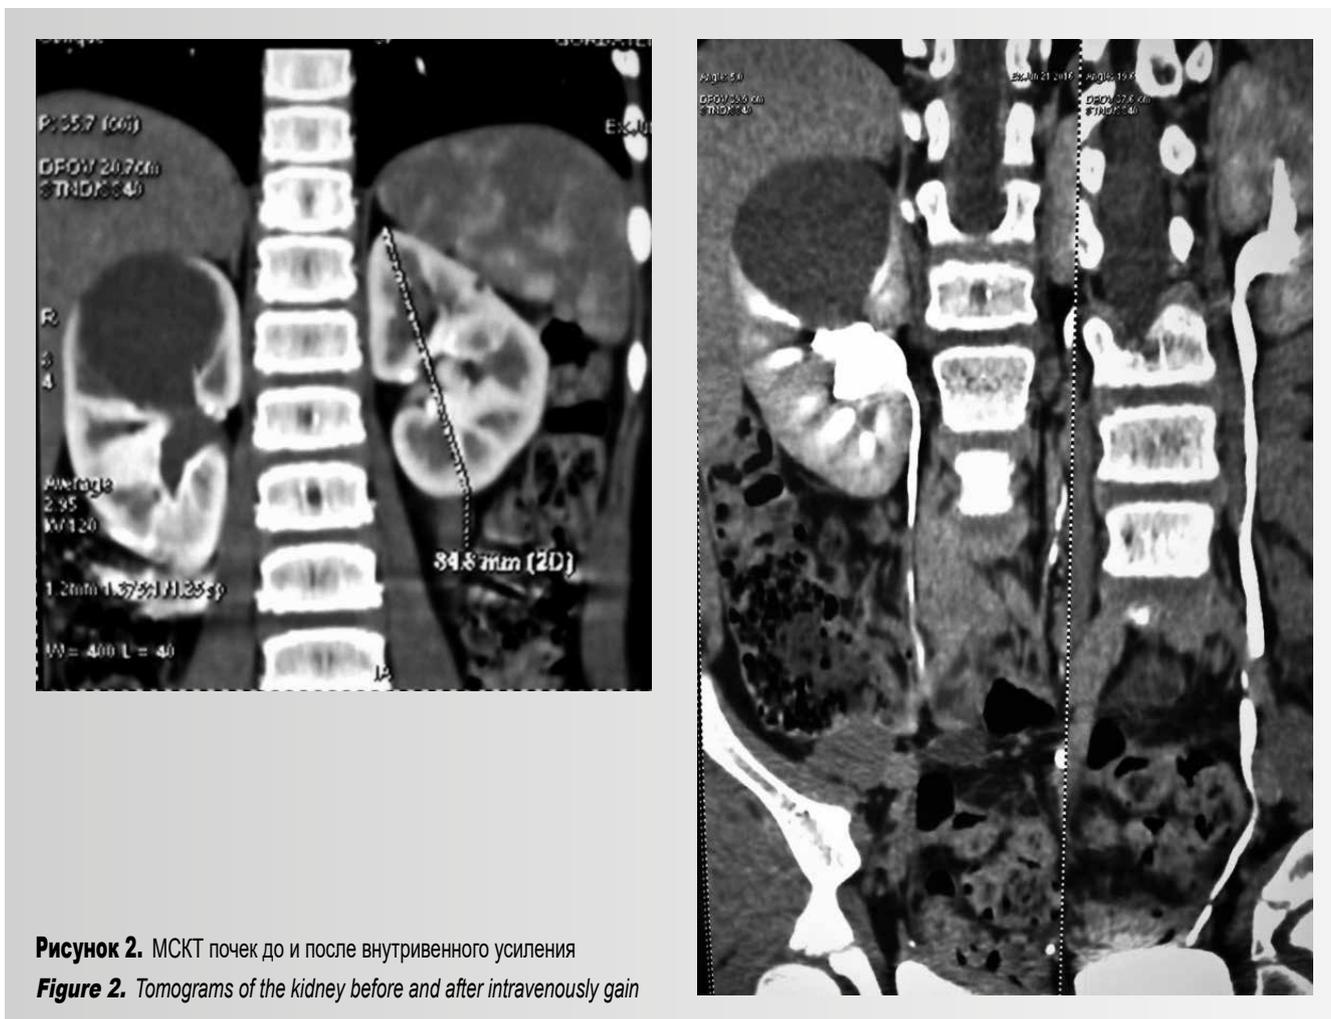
МСКТ почек до и после внутривенного усиления
